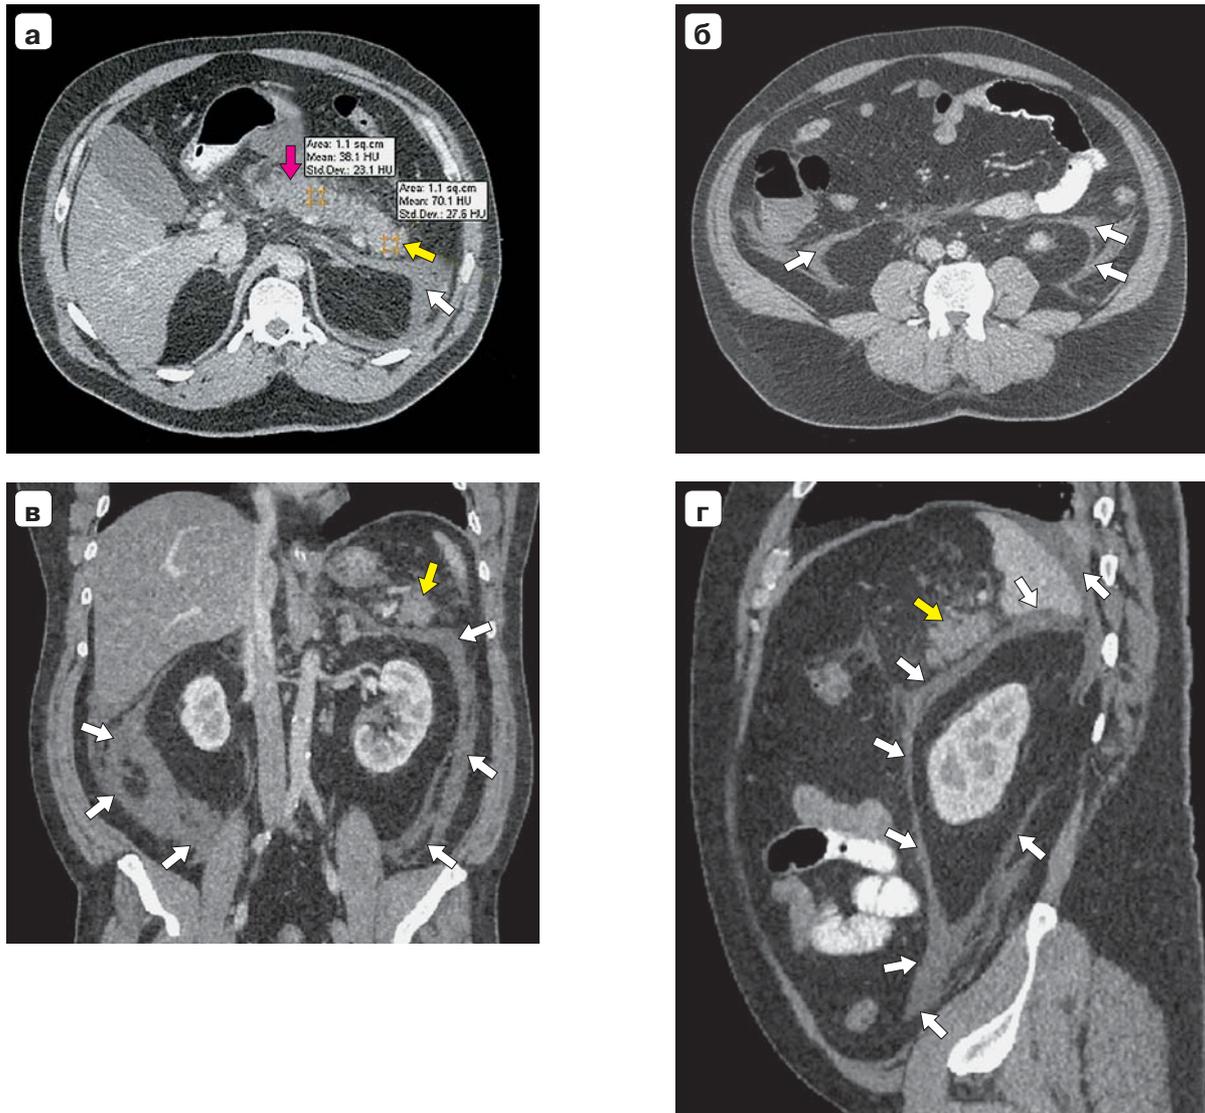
Компьютерные томограммы. Острый панкреатит, 1-е сутки заболевания, формирующийся глубокий некроз 1 типа, венозная фаза: а – аксиальная проекция, неомогенное накопление контрастного препарата в ПЖ, выраженная гипоперфузия (38 HU) в области перешейка и тела (указана красной стрелкой), нормальное накопление (70 HU) в области хвоста ПЖ (указано желтой стрелкой); б – аксиальная проекция, поражение забрюшинной клетчатки (указано стрелками); в – фронтальная проекция, распространенный парапанкреатит (указан стрелками); г – сагиттальная проекция, распространенный парапанкреатит, желтой стрелкой указан жизнеспособный хвост ПЖ.
